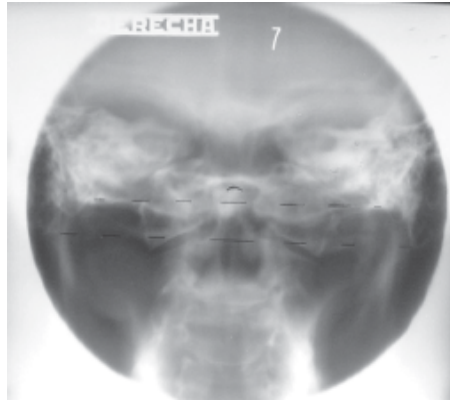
Tomografía lineal frontal de región craneoespinal. Impresión basilar.
